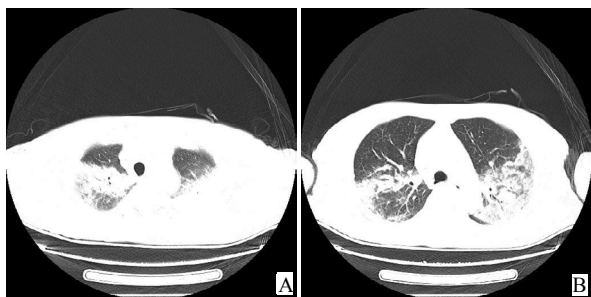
胸部CT可见双肺散在斑片状及条索状密度增高影，双肺上叶及右肺下叶部分肺组织实变
